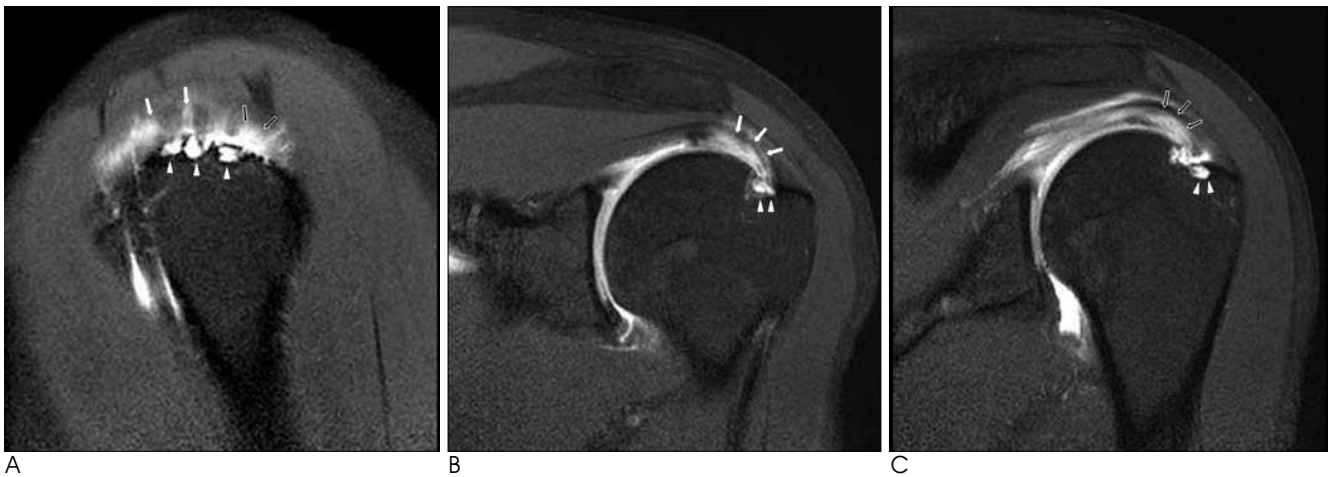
Fat-suppressed T1-weighted oblique sagittal MRA (A), fat-suppressed T1-weighted oblique coronal MRA (B) and (C) show cystic lesions (arrowheads) within the superior facet and anterior half of the middle facet of humeral greater tuberosity in a 53-year-old male patient with partial-thickness tear of supraspinatus (arrows) and infraspinatus (open arrows) tendons.
